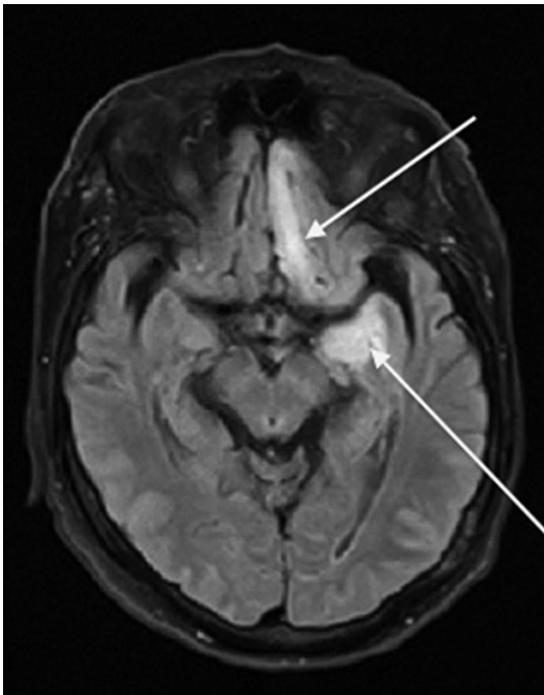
Resonancia magnética cerebral, corte axial en secuencia FLAIR que mostró extenso compromiso de sustancia blanca frontal y temporal más evidente a izquierda (flechas).
